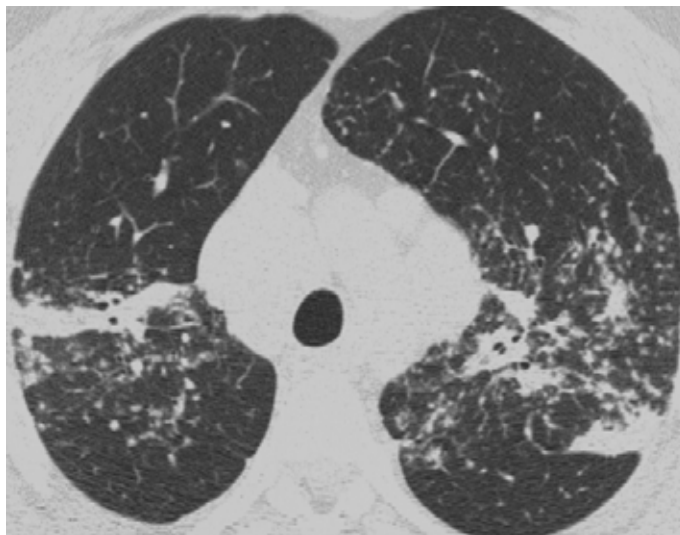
Tomografía de alta resolución, ventana para pulmón. Ausencia de adenopatía, parénquima pulmonar con infiltrados difusos y múltiples nódulos que se proyectan hacia los hilos. (Estadío III).
